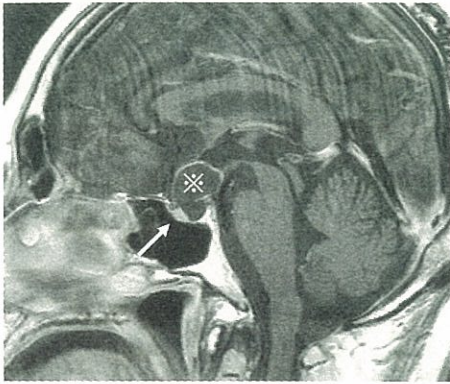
術前 MRI 矢状断像。トルコ鞍内から鞍上部に嚢胞性腫瘍が認められる(※)。下垂体はトルコ鞍の前下面に存在し(↑)、経蝶形骨洞法による腫瘍へのアプローチを妨げている。
